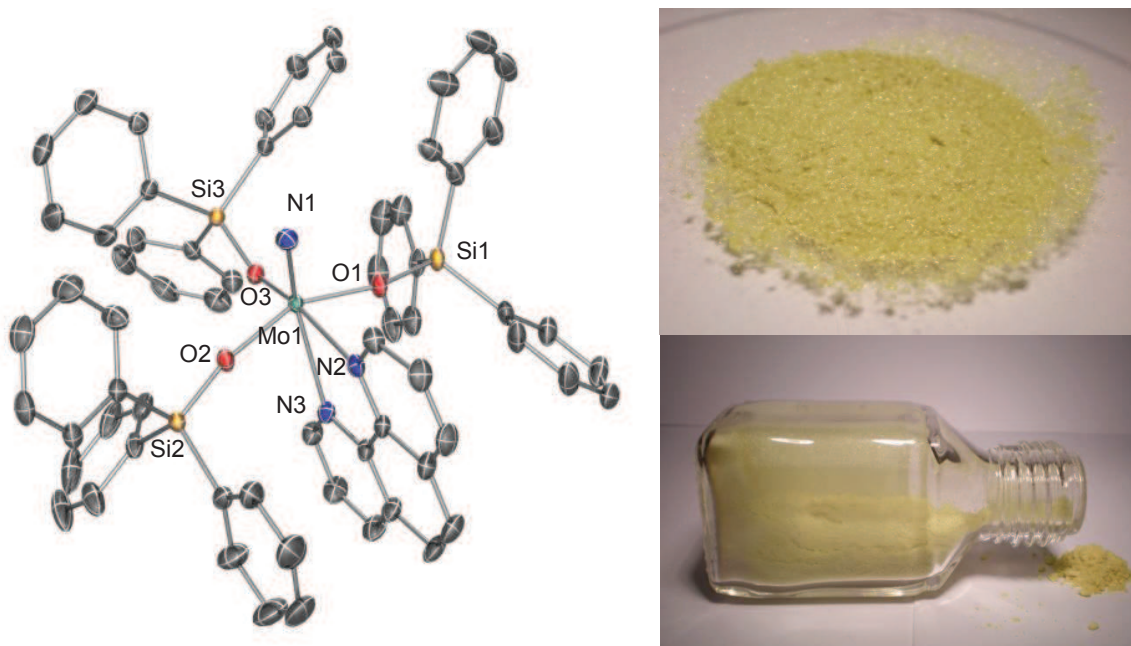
Röntgenstruktur und Fotos des luftstabilen Komplexes 103.
